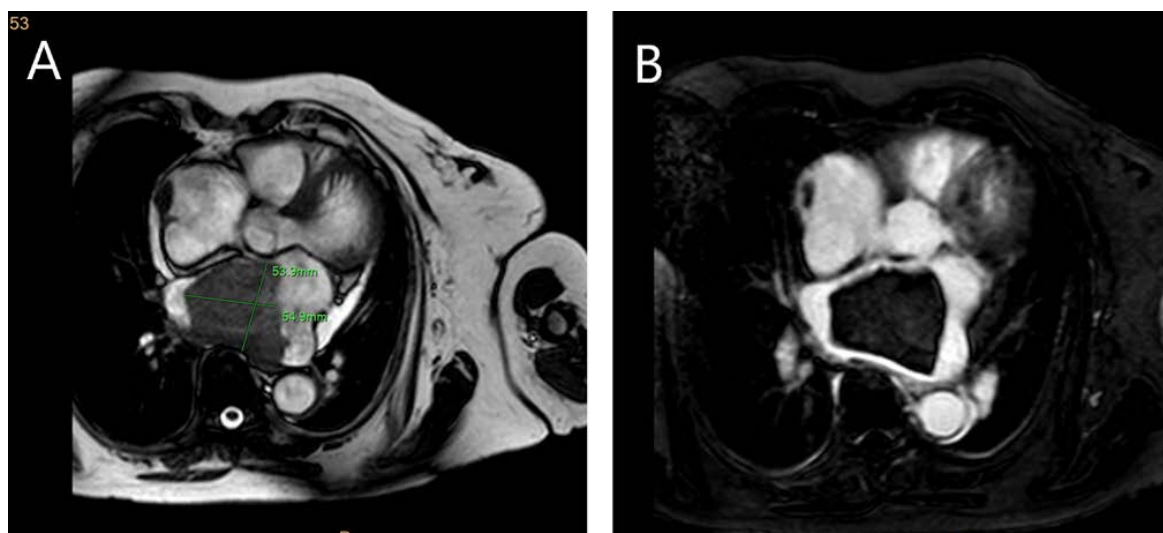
Resonancia magnética cardíaca. A) Secuencia SSFP (steady state free precession) que muestra masa de 54x55mm anclada en techo auricular. B) Secuencia de realce tardío que muestra masa hipointensa sin captación del gadolinio.
